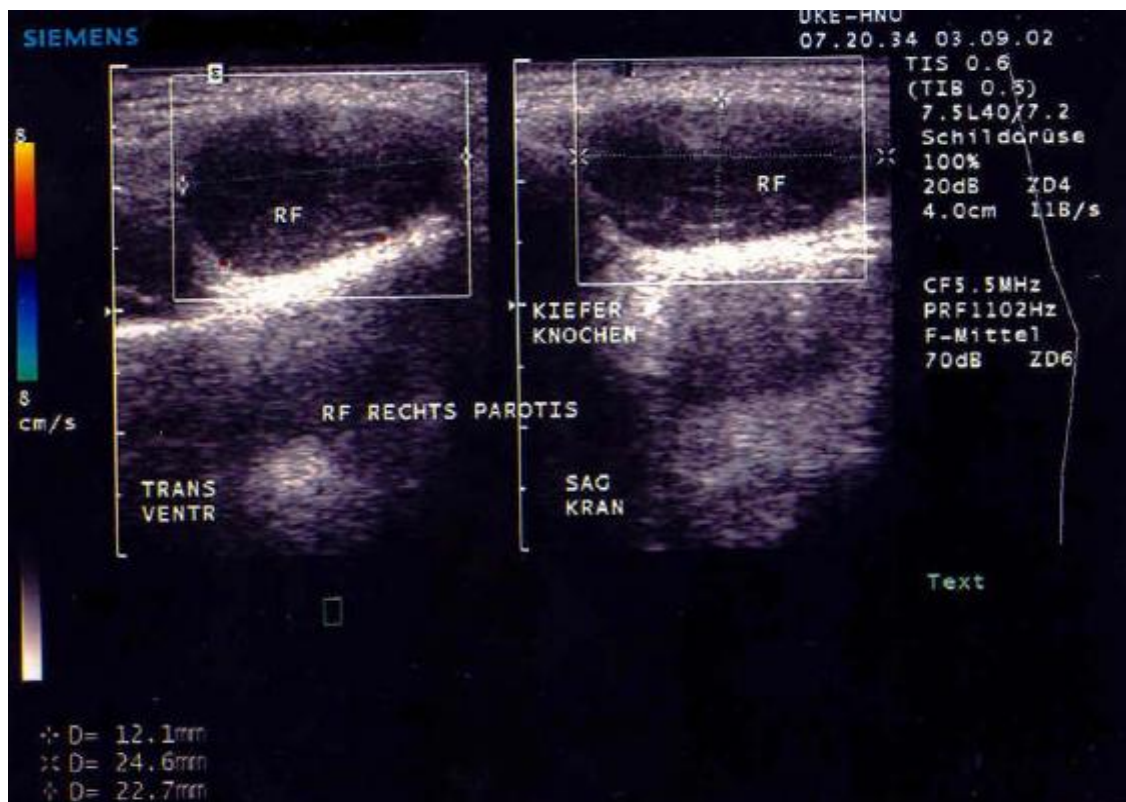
B-Mode Sonographie Tumor Glandula parotidea rechts
